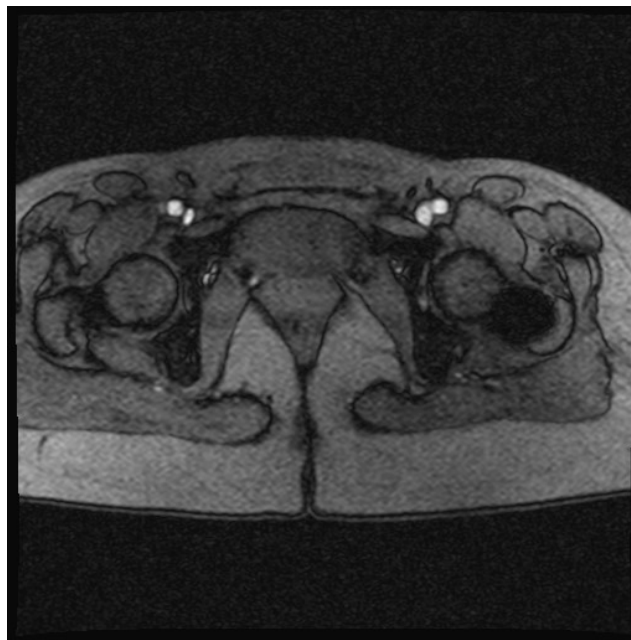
Angio-RM en la que se observan ambas femorales superficiales y profundas (corte transversal).
